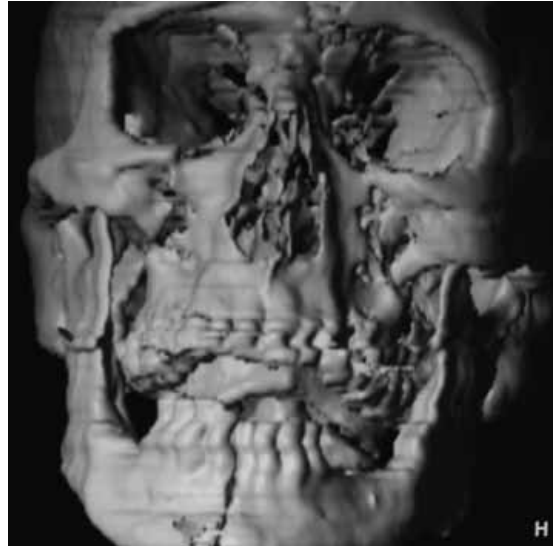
TAC con reconstrucción 3D realizado al ingreso.
